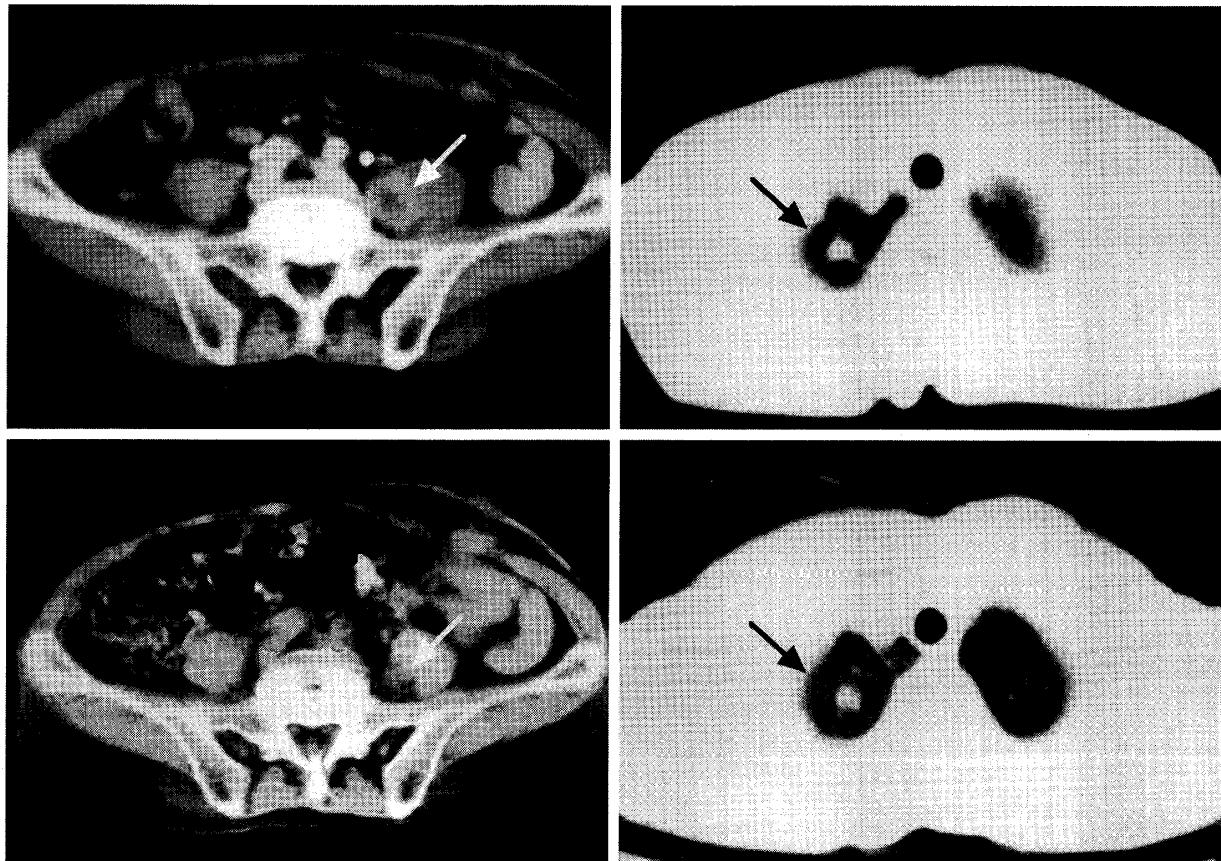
症例2のCT検査所見（上：化学療法前，下：化学療法3クール後）
